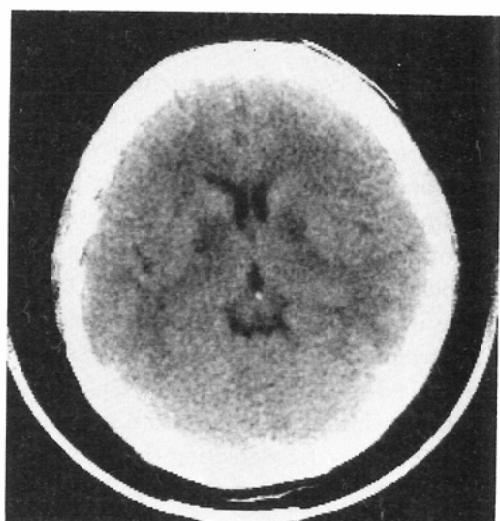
Plain CT showing bilateral symmetrical low density of the globus pallidus extending to the internal capsule. There is also low density in the white matter (group 1, case 4).
